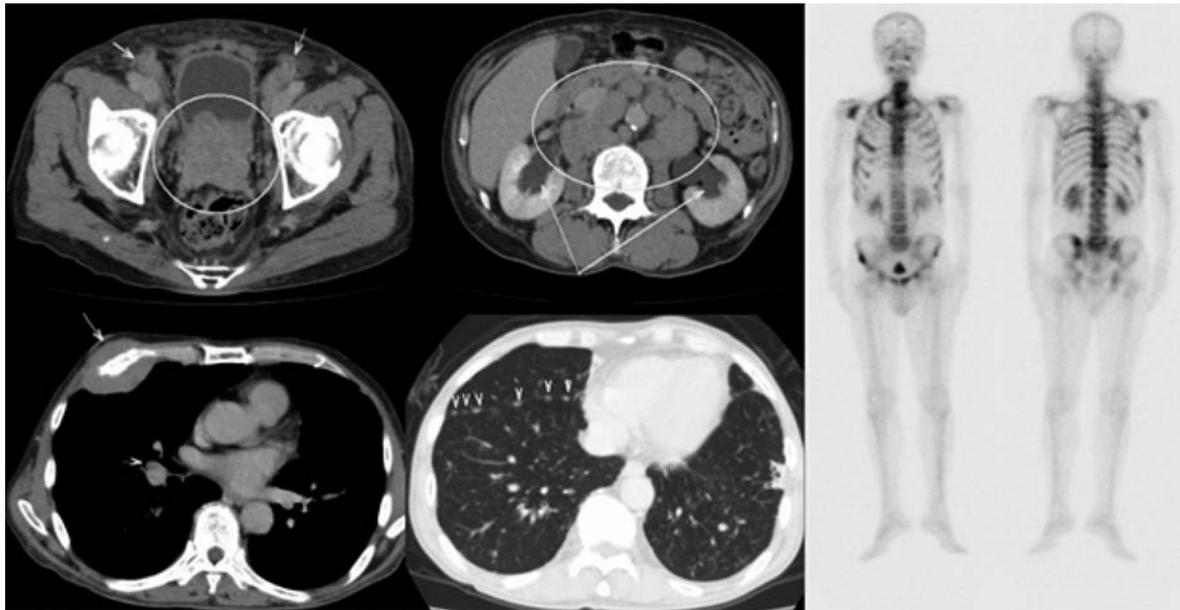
Computed tomography showed a swollen prostate, enlarged lymph nodes, bilateral hydronephrosis, and pleural metastasis. Bone scintigraphy showed pelvic bone, spine, and costal bone metastasis.
